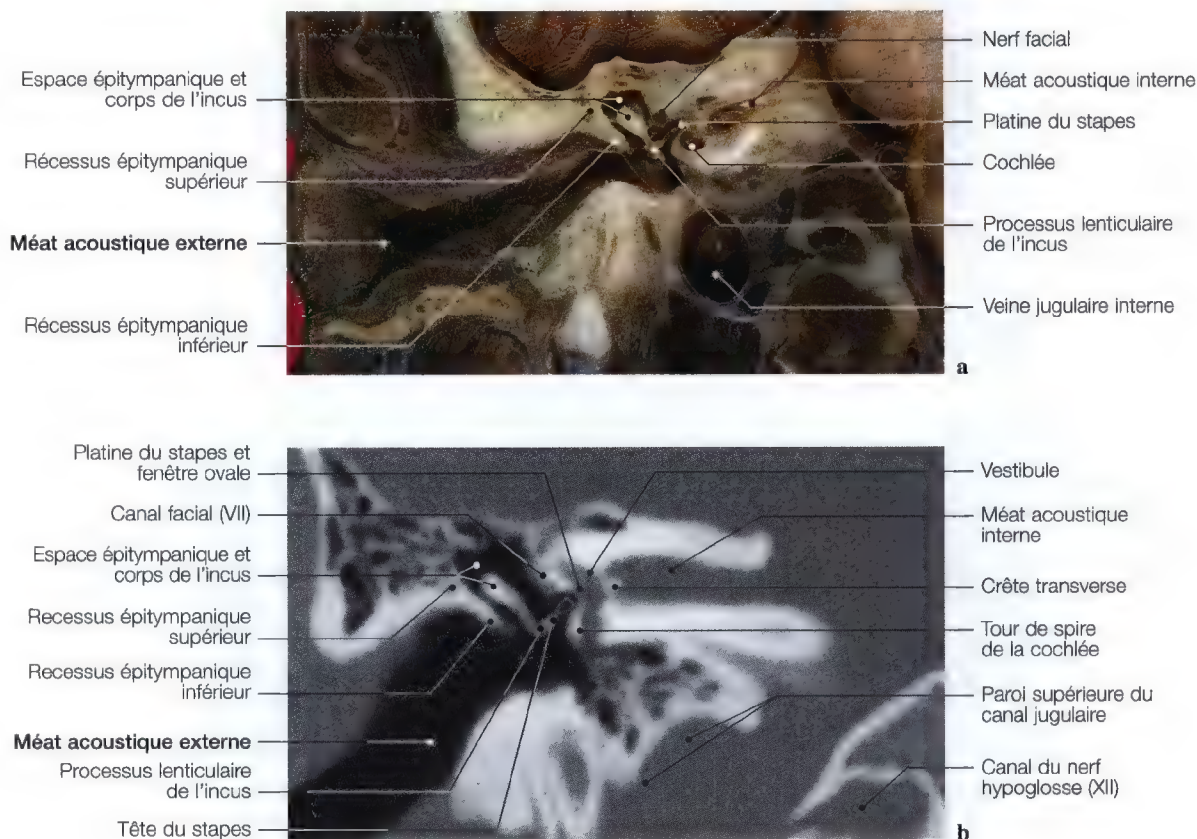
a, b. Tomodensitométrie TDM et coupe anatomique frontales du méat acoustique interne et de la chaîne des osselets
